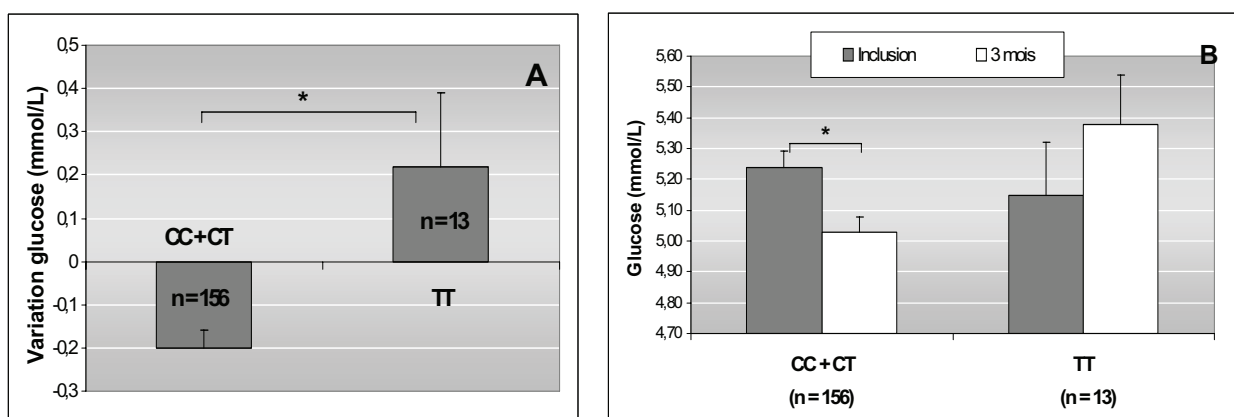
Variation de glycémie après 3 mois de régime (A), et glycémie à l'inclusion et après le régime en fonction du regroupement (CC+CT vs TT) du polymorphisme -516C/T d'ApoB; * $P < 0,05$
